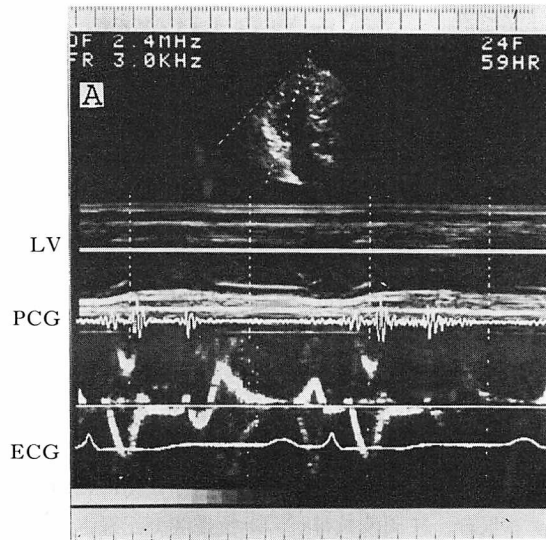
Pulsed Doppler echocardiograms obtained in the left ventricular apex.
